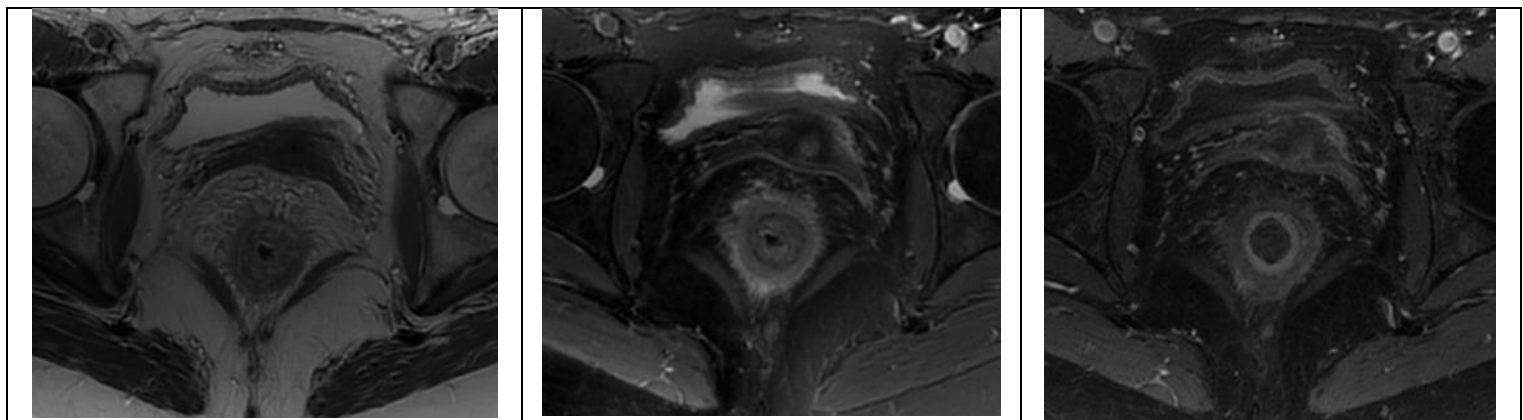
Séquence IRM en saittale T2 : Epaissement de la paroi du rectum.
